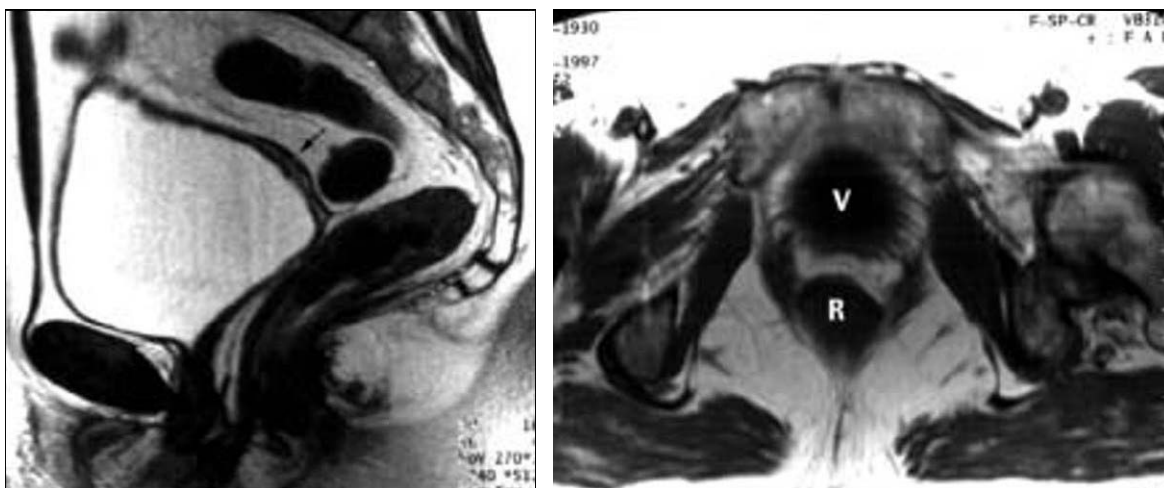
Syndrome de Rokitanski-Küster-Hauser : IRM (image a et b) (31)
